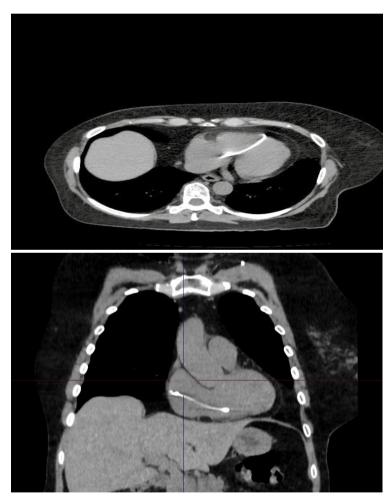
Tomografías de tórax de alta resolución, se aprecia el catéter de reservorio en aurícula y ventrículo derechos. A) Corte transversal. B) Corte sagital.
